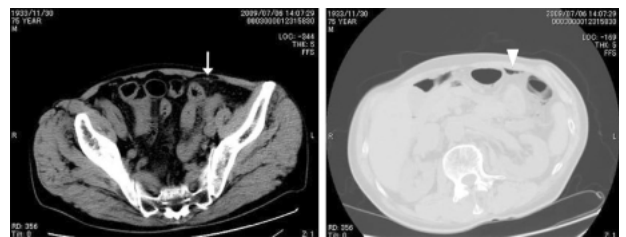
腹腔内 free air 単純CT：腸管内ガスなどで free air がわかりにくい場合、右の様に air window で表示すると free air (矢頭) がわかりやすくなる。
